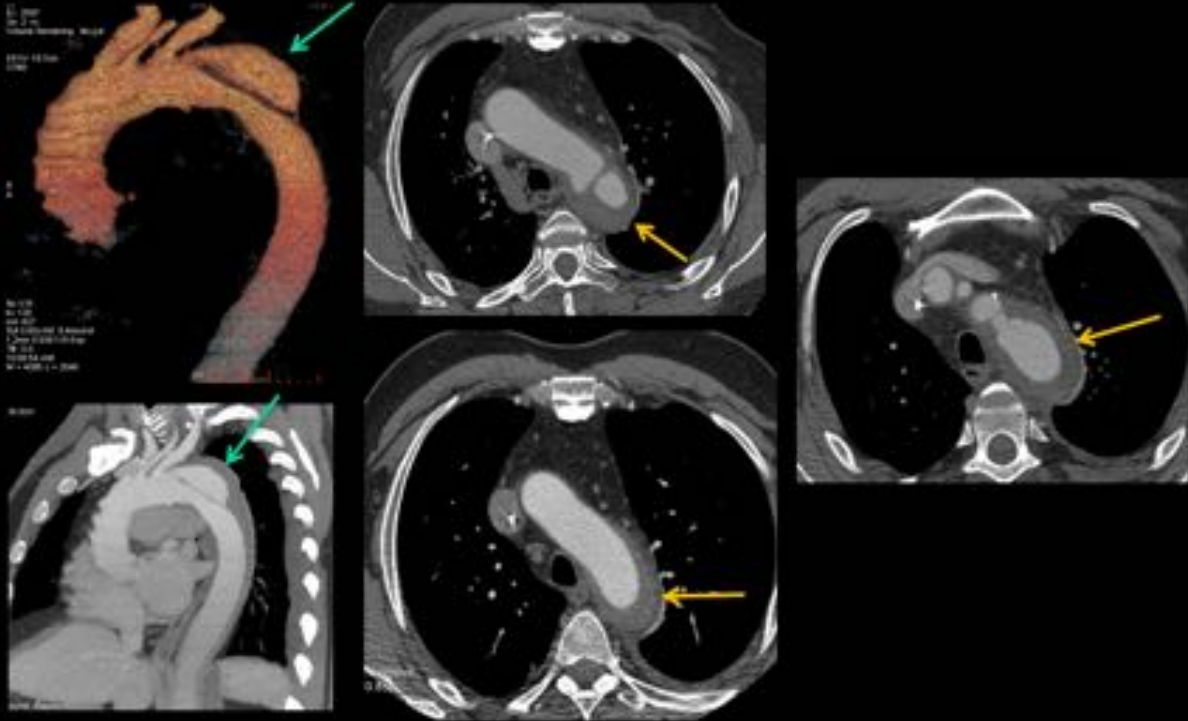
TC: Flechas verdes: Rotura aórtica / Flechas naranjas: Hematoma periaórtico.
